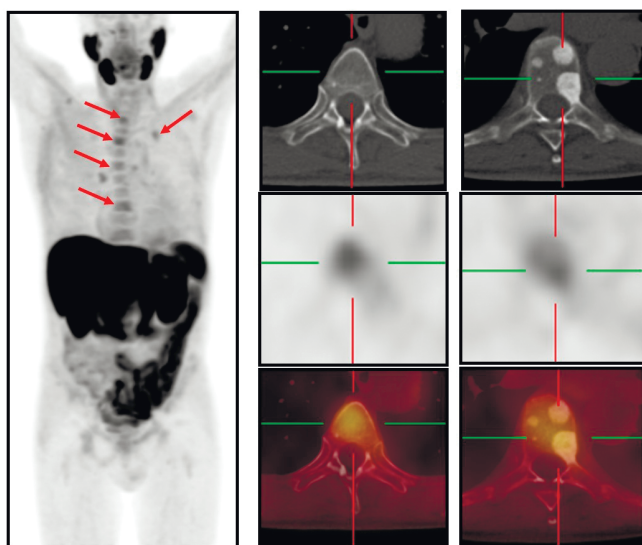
Пациент Т., 68 л., $pT_3N_0M_1$, Глисон 8, ПСА = 2,6 нг/мл, состояние в процессе ГТ. Множественные патологические очаги гиперметаболической активности низкой интенсивности в телах Th2, Th4, Th6 и Th9 позвонков, в переднем отрезке I ребра слева (SUV_{max} до 3,4)
